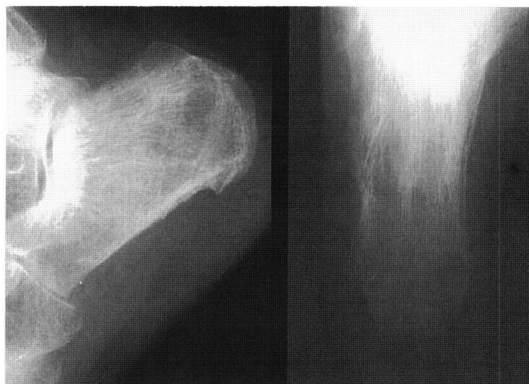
Initial lateral and axial radiographs of the calcaneus show multiple osteolytic lesions and osteopenia.
